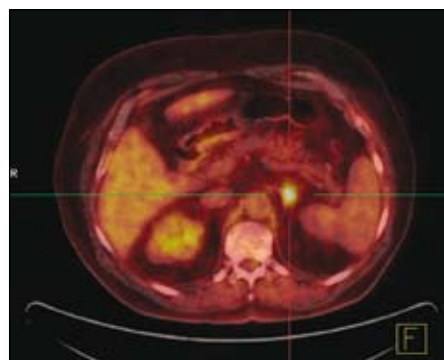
PET/CT: Solitäre Metastase eines Bronchialkarzinoms in der linken Nebenniere (rechts im Bild)
